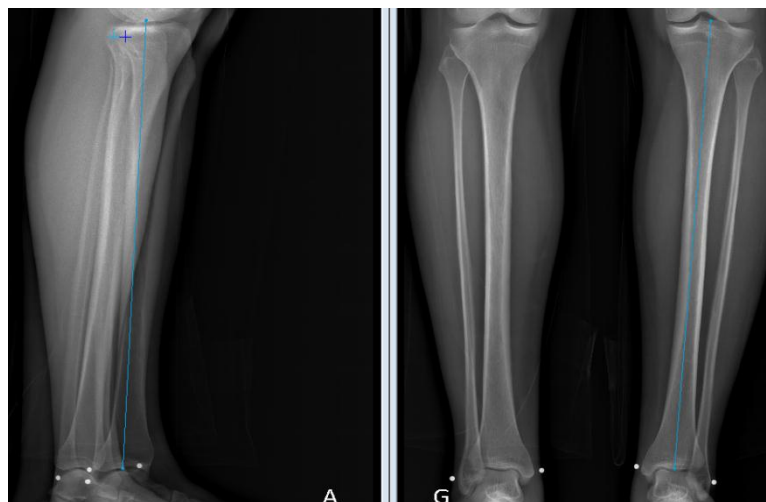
Numérisation initiale simplifiée des radiographies biplanes utilisée pour l'obtention des reconstructions 3D du a) fémur et du b) tibia où les paramètres morphologiques sont calculés.
